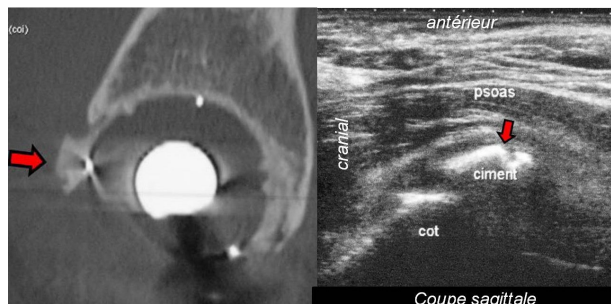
débord antérieur de ciment (flèche). Coupes TDM et échographique sagittales
